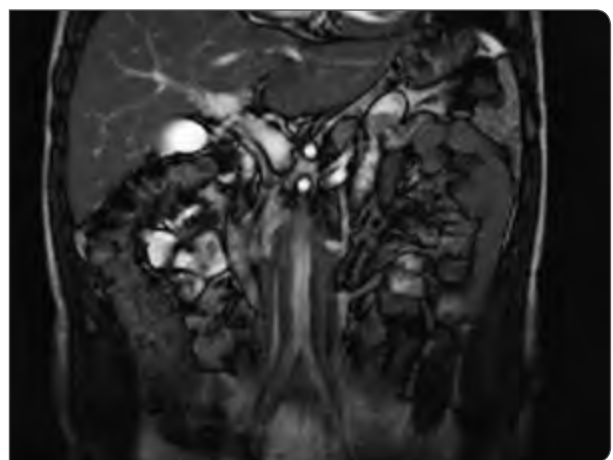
Imagen de resonancia magnética (RM) de abdomen coronal, con placa de fibrosis periaórtica.
